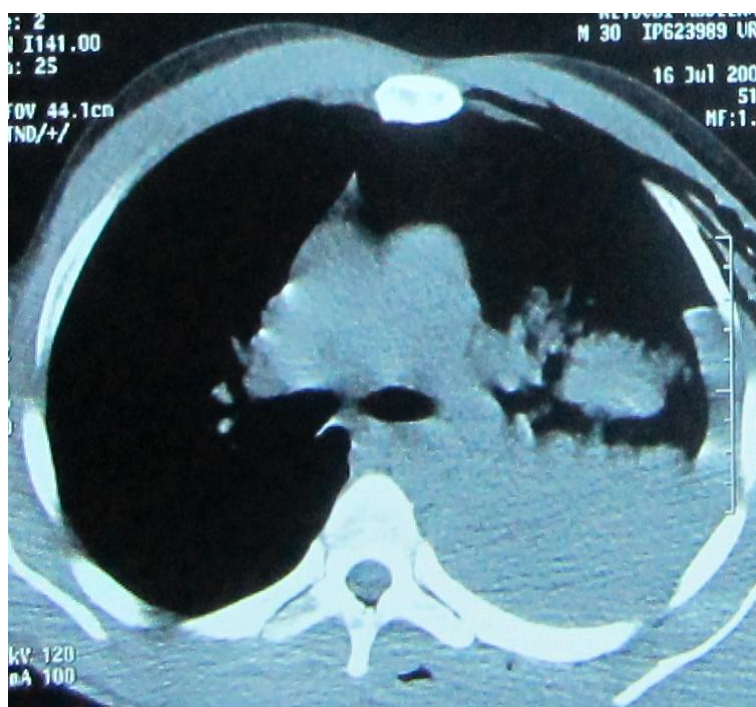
TDM thoracique : Hémothorax gauche avec ESC
